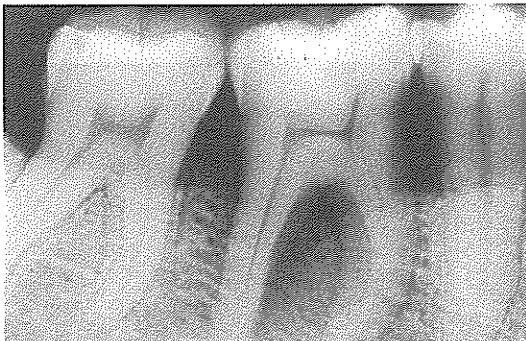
하악 우측 제1대구치의 치근 이개부 및 수직적 치조골 결손을 보이는 술전 방사선 사진
